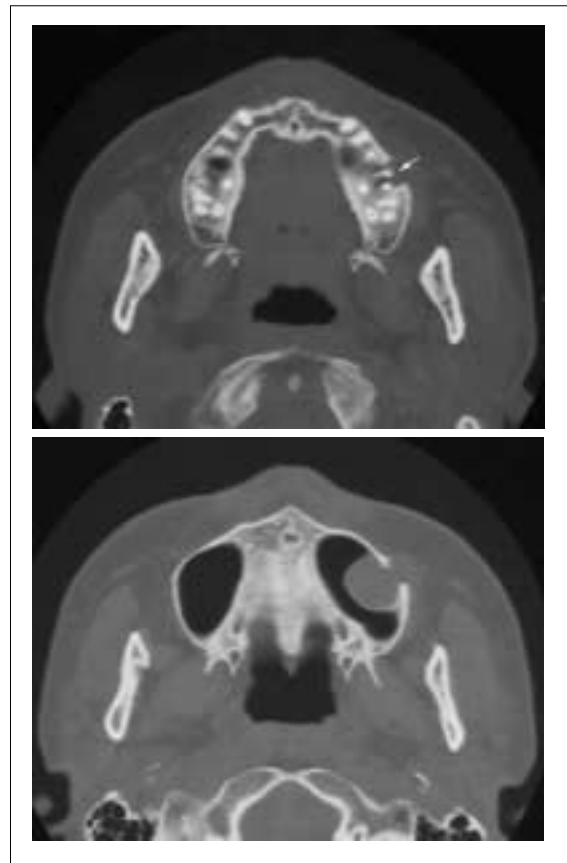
歯根 胞のCT横断像：上顎左側第一大臼歯の頬側を取り囲むようにX線透過像(a, 矢印)がみられ，上顎洞内の胞性病変(b)と連続している．
